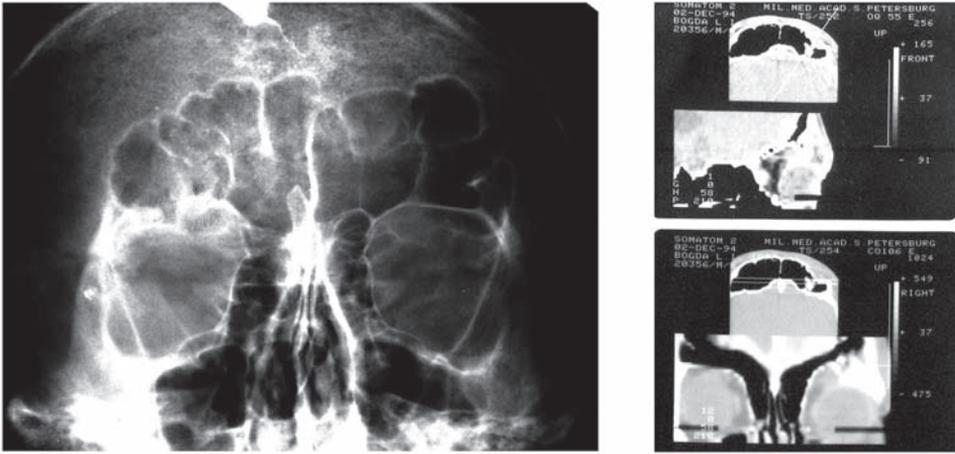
На рентгенограмме глазниц выявляется оскольчатый перелом верхней стенки правой глазницы с повреждением верхнеорбитального края и блока. На КТ определяется перелом передней стенки лобной пазухи, задняя ее стенка и прилежащие отделы головного мозга без травматических изменений.
